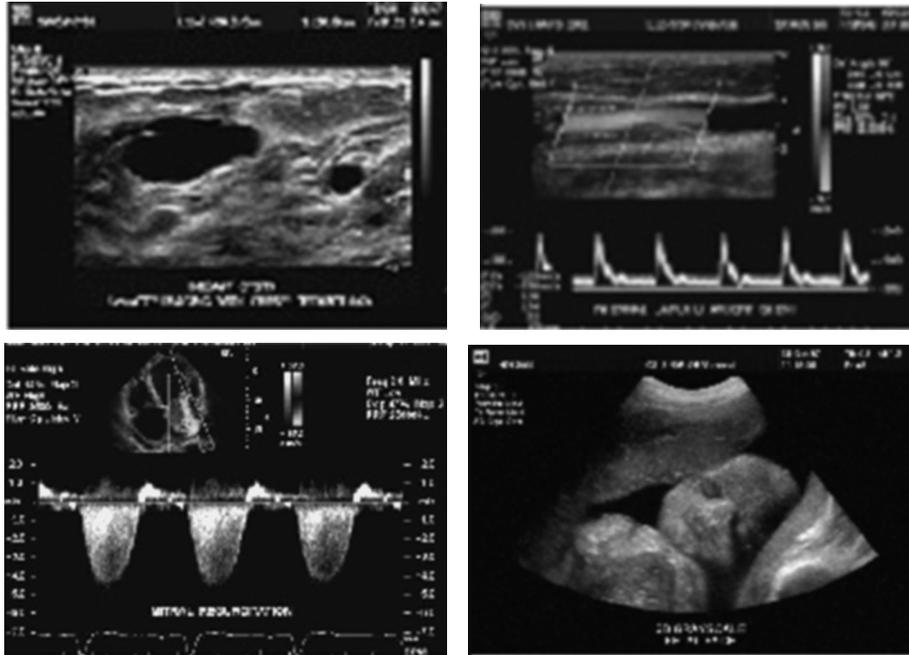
Imágenes de ultrasonido y ultrasonido Doppler.
